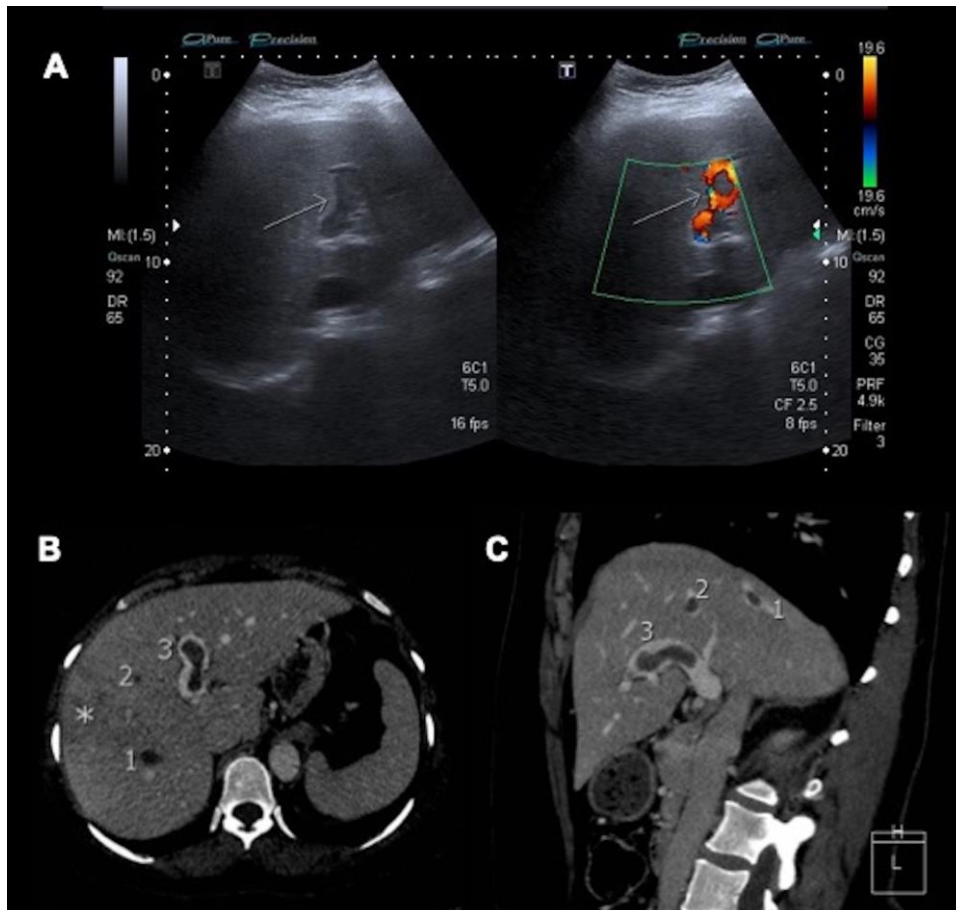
A la izquierda, ecografía abdominal en la que se muestra material ecogénico en vena porta izquierda dilatada. A la derecha, ecografía doppler color en la que se muestra relleno parcial de la vena porta izquierda con Doppler color y flujo hepatopetal en relación con trombosis. Imagen B: TC abdomino-pélvico con contraste IV en fase venosa portal en corte axial. Trombosis de la vena porta izquierda (3) y de ambas venas suprahepáticas (1 y 2). Área de captación inhomogénea en parénquima hepático relación con alteración de la perfusión (). Imagen C: Reconstrucciones en corte sagital oblicuo del anterior TC abdomino-pélvico. Trombosis en las venas suprahepáticas derecha y media (1,2) y en la vena porta izquierda (3).*
